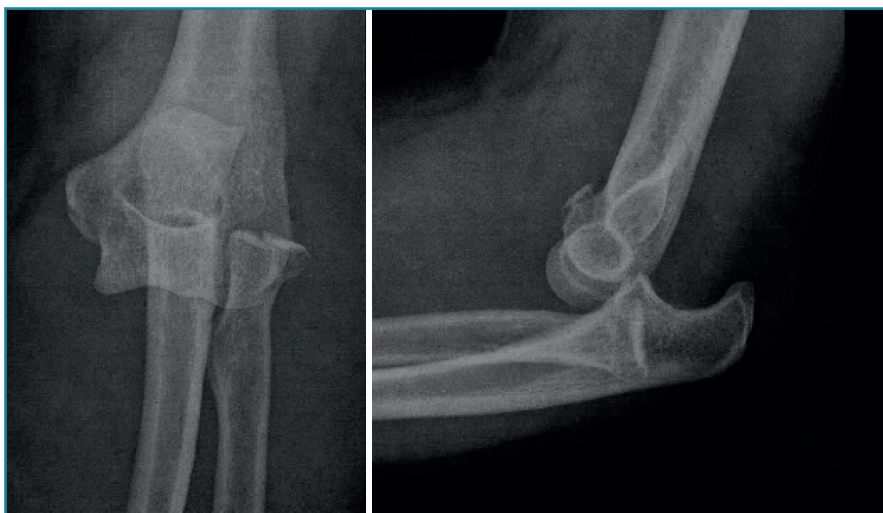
Radiografías simples de codo en proyección anteroposterior y lateral. En estas radiografías puede apreciarse una luxación posterolateral de un codo izquierdo, además de fractura de la cabeza del radio y fractura de la punta de la coronoides.
